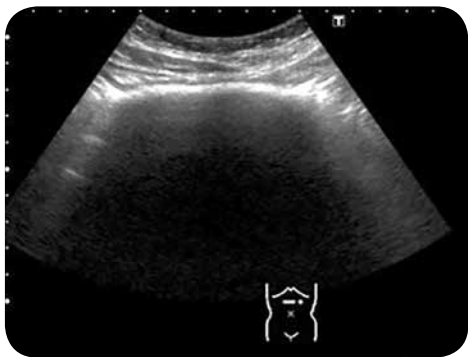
Ecografía del epigastrio: se observa una imagen lineal en forma de arco, ecogénica, que genera sombra acústica posterior.
